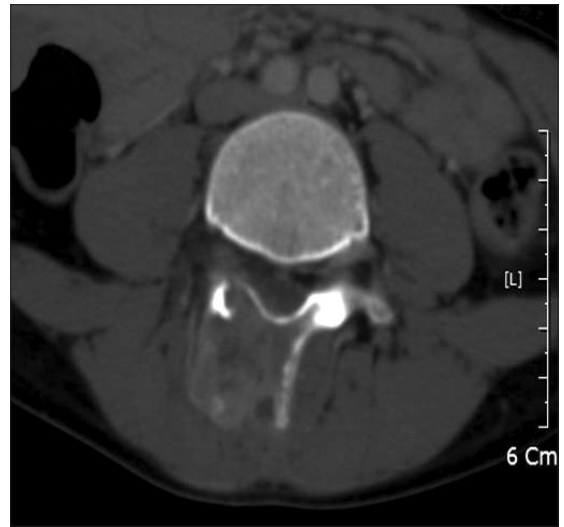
Computed tomography showed destructive bony lesion in lamina of right 4th lumbar.
